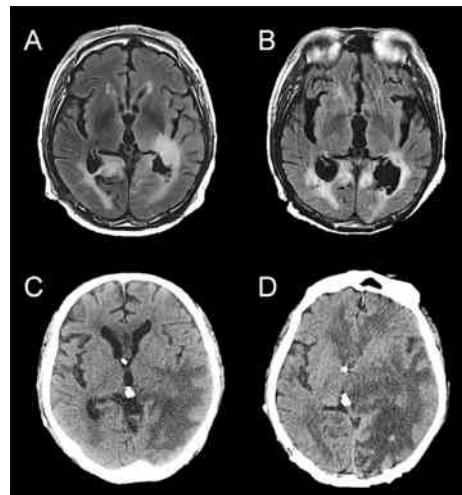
第2回生検後脳MRI。A：放射線照射後，2008年10月，B：2009年2月，C：2009年4月，D：2009年7月
